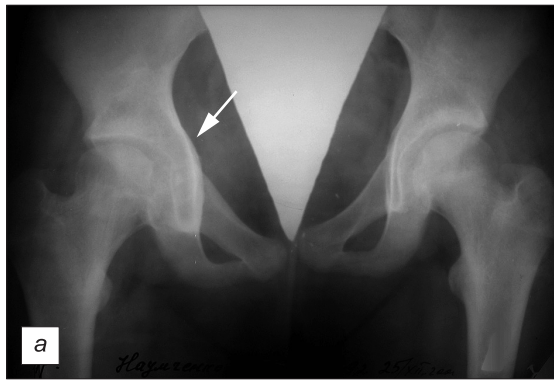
Остеоид-остеома вертлужной впадины справа у пациентки П., 14 лет. Рентгенограмма (а), компьютерная томограмма (б) и сцинтиграммы (в — фаза перфузии, г — фаза костной фиксации).
